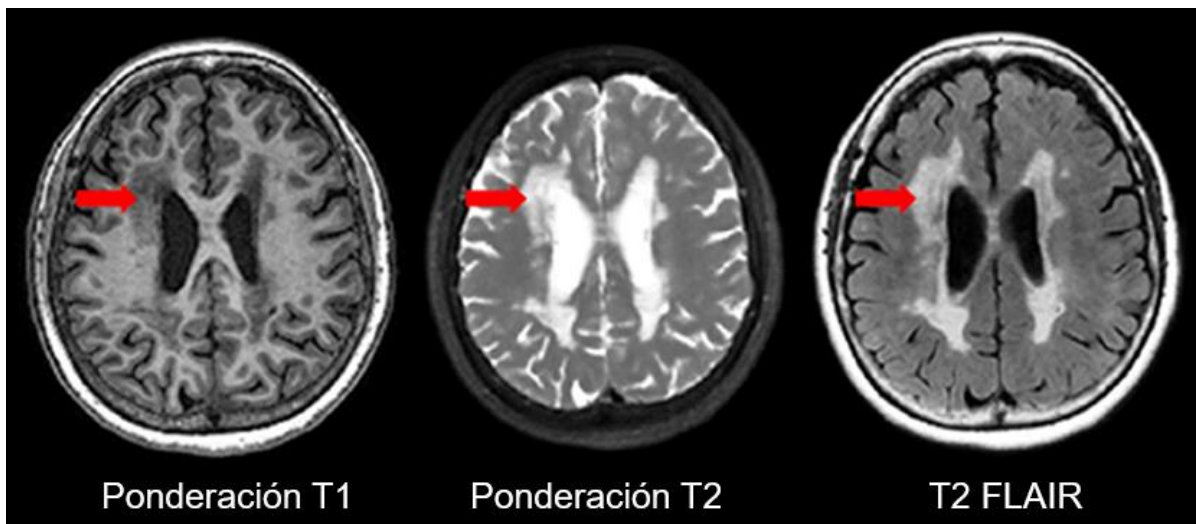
Ejemplos de secuencias de imágenes por resonancia magnética (Modificada de Ramirez et al., 2020).
